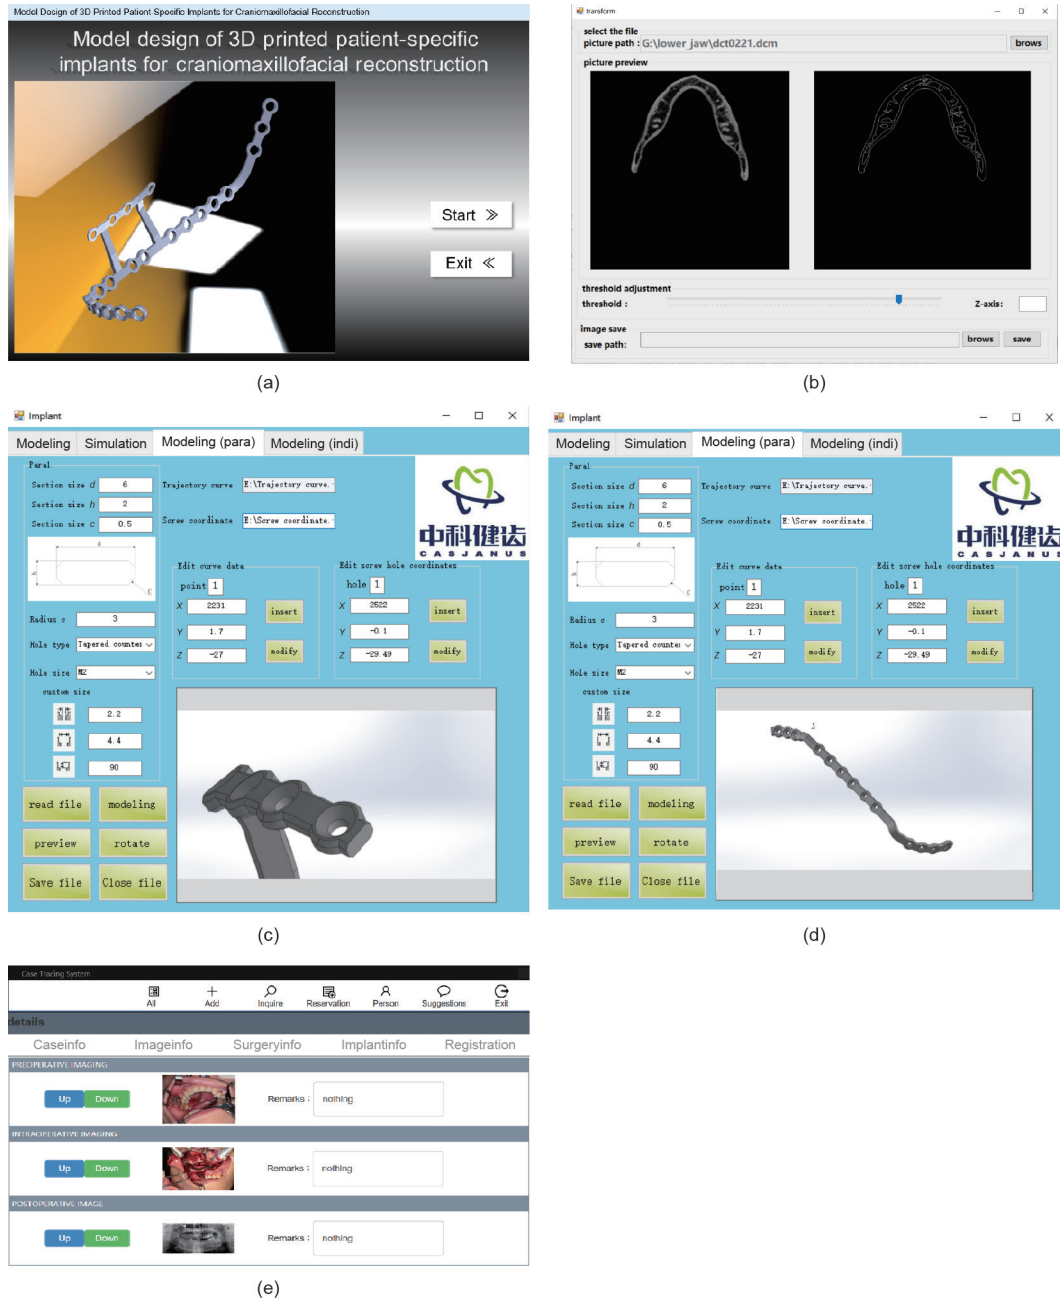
基于SolidWorks® 软件开发的设计模块，它将帮助外科医生设计与患者匹配的植入物。(a) 我们设计模块的接口；(b) 读取三维CT模型；(c) 植入物的截面的设计；(d) 用点选关键点方式设计植入物；(e) 生成与患者匹配的植入物记录。
